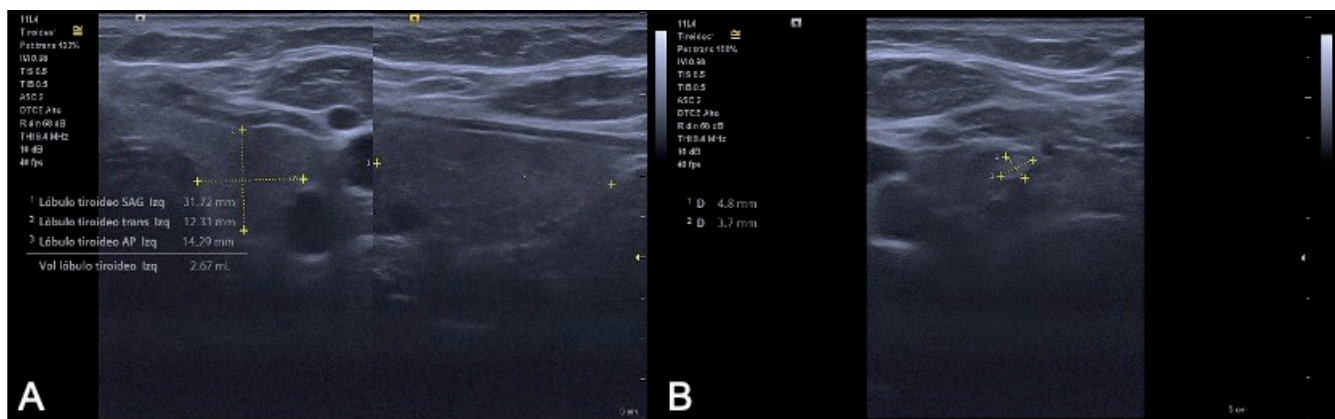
Ecografía de tiroides. A. Lóbulo tiroideo izquierdo de 31x 12x 14 mm y volumen de 3 cc. En el polo inferior se identifica un nódulo de paredes bien delimitadas, ecogénico, de 4 x 3 mm. B. Múltiples ganglios linfáticos en estación Vb bilateral, algunos redondeados, otros ovalados, hipoecóicos, con pérdida del hilio graso, el de mayor tamaño localizado en el lado izquierdo de 7 x 4 mm. Fuente: los autores.
